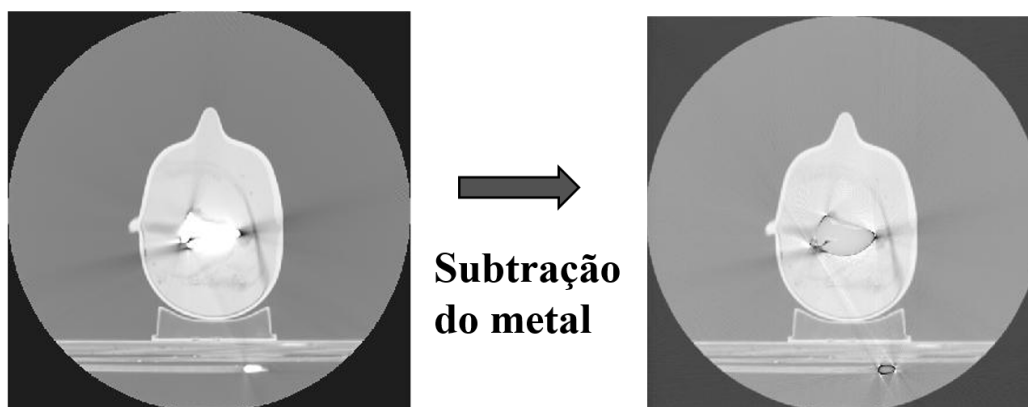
A Figura à esquerda é a imagem de CT original do fantoma heterogêneo 2 e a imagem à direita é a mesma imagem após passar pela subtração do metal.
